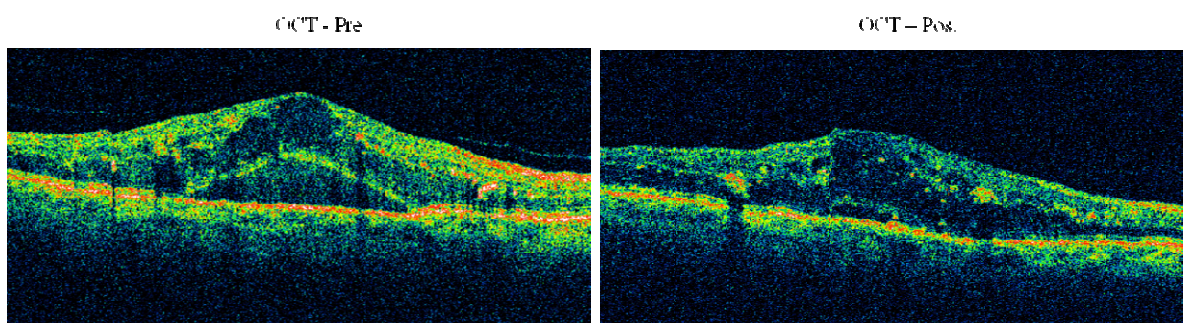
Contraste de casos 2. Análisis diagnóstico mediante imágenes de Tomografía Óptica Coherente, evaluadas de manera pre y post intervención.
